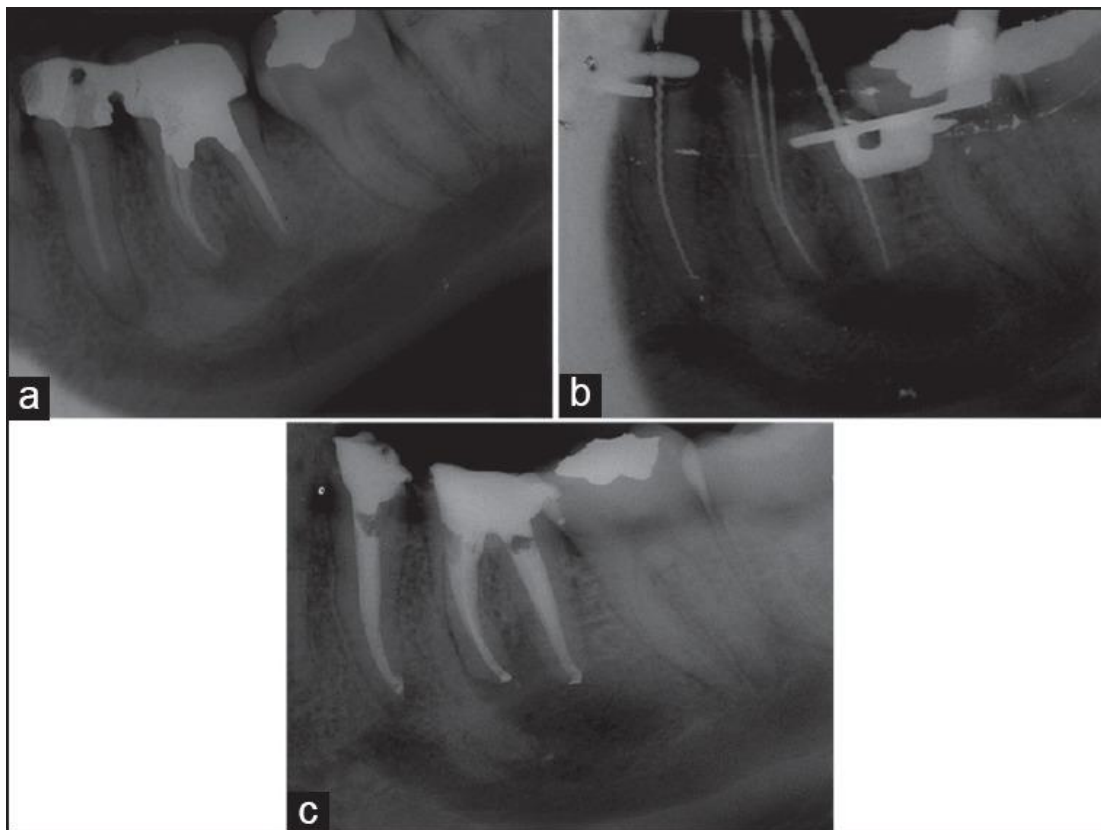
³⁴ A- Radiografía de diagnóstico, antes del retratamiento. B- Radiografía de longitud de trabajo. C- Radiografía final. (Tomado de: Shadmehr E. Shekarchizade N. Endodontic periapical lesion-induced mental nerve paresthesia.)
